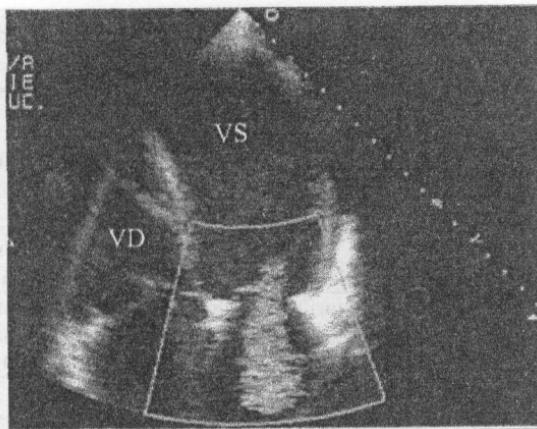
Ecografie Doppler color. Secțiune apicală 4 cavități cu plasarea sectorului de Doppler color la nivelul valvei mitrale și al atriului stâng. Se vizualizează un jet de insuficiență mitrală severă cu zonă de convergență proximală pe fața ventriculară a VM la un pacient cu boală coronariană și anevrism apical voluminos. Metoda permite cuantificarea volumului regurgitat și a fracției de regurgitare.
